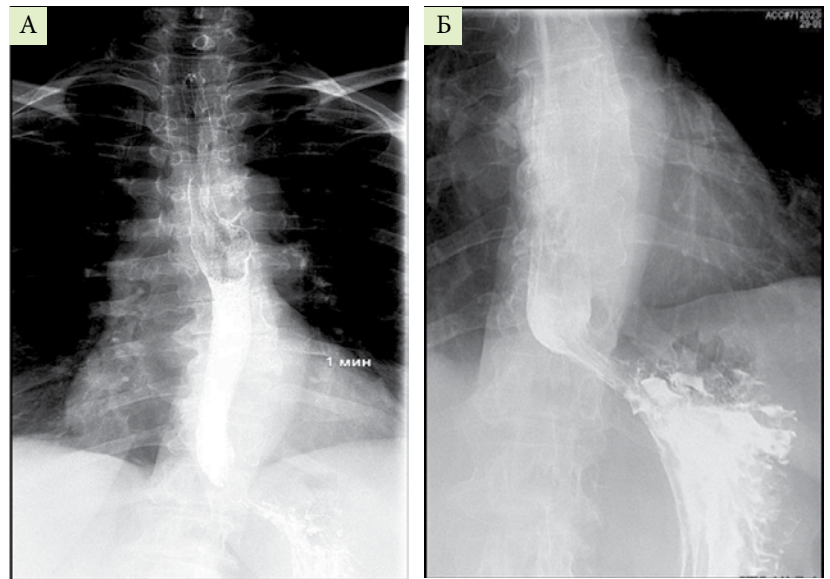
Рентгенологическое исследование больной К., 1964 г.р., через год после ПОЭМ: А – первая минута после окончания приема раствора сульфата бария; Б – пятая минута после окончания приема раствора сульфата бария (данные рентгенологической службы МКНЦ им. А.С. Логинова)
